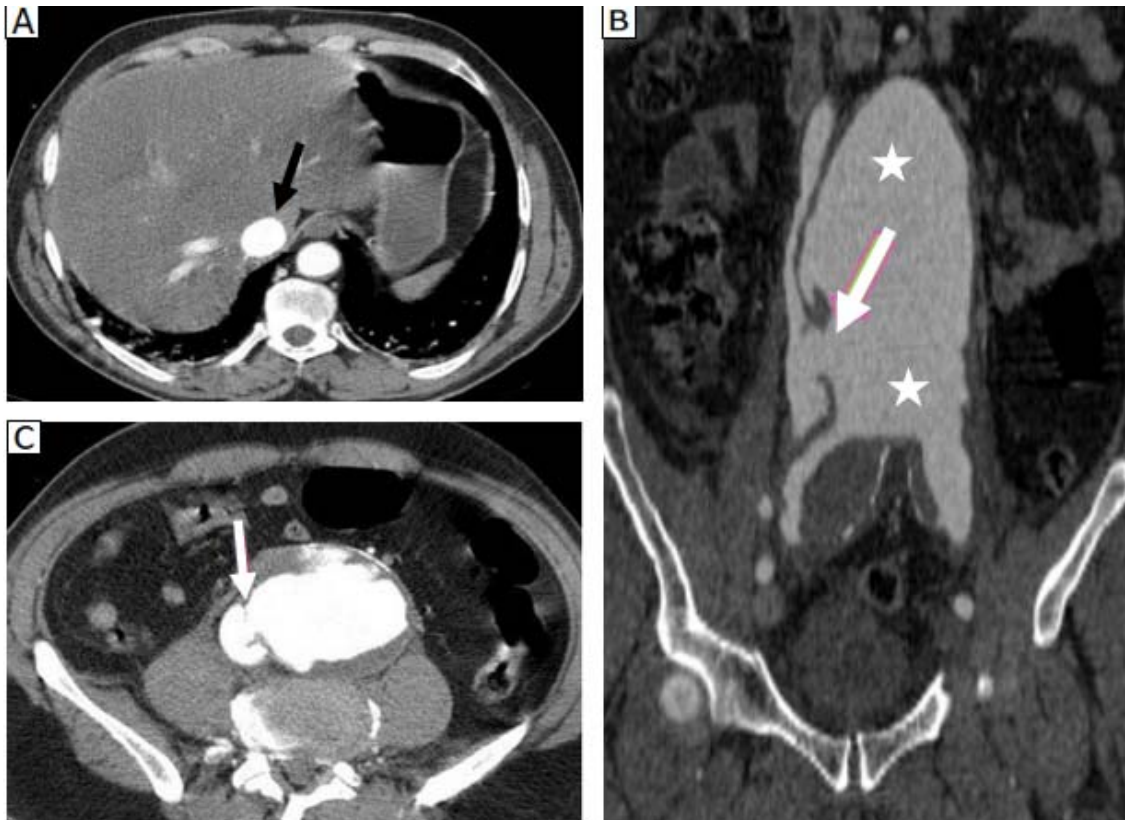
TDM abdominale après injection de PDC au temps artériel montrant une dilatation anévrismale fusiforme de l'aorte sous-rénale (étoile) avec un rehaussement précoce de la veine cave inférieure (flèche noire) due à une fistule avec l'anévrisme de l'aorte (flèche blanche).
